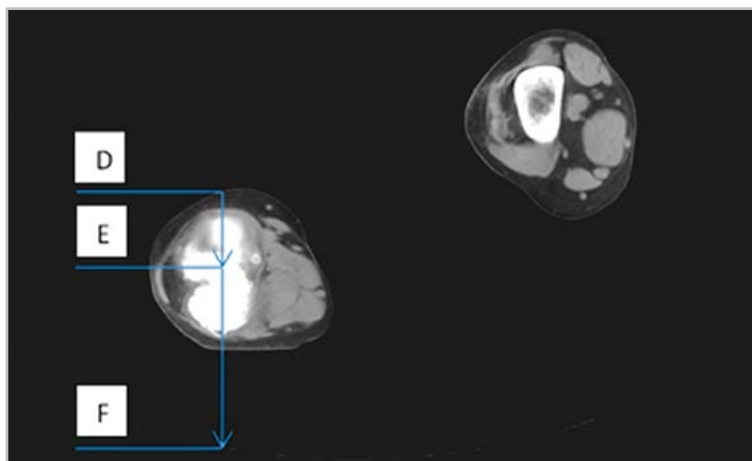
МСК-томограмма, положение пациента на правом боку при сгибании коленных суставов на 10–15°, Расчеты проведены для сканов с максимальной шириной тибioфеморального сочленения для медиального поля
